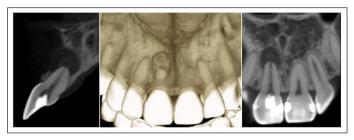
Tomografía computarizada de haz cónico del diente 1.1. Restauración coronaria penetrante. Canal radicular amplio con importantes signos de remodelado apical. Se observa lesión osteolítica periapical con límites netos, aparentemente corticalizada, cuyos diámetros mayores alcanzan 5,06x8,55x5,07mm. Adelgazamiento de la tabla vestibular. Trabeculado óseo heterogéneo.
